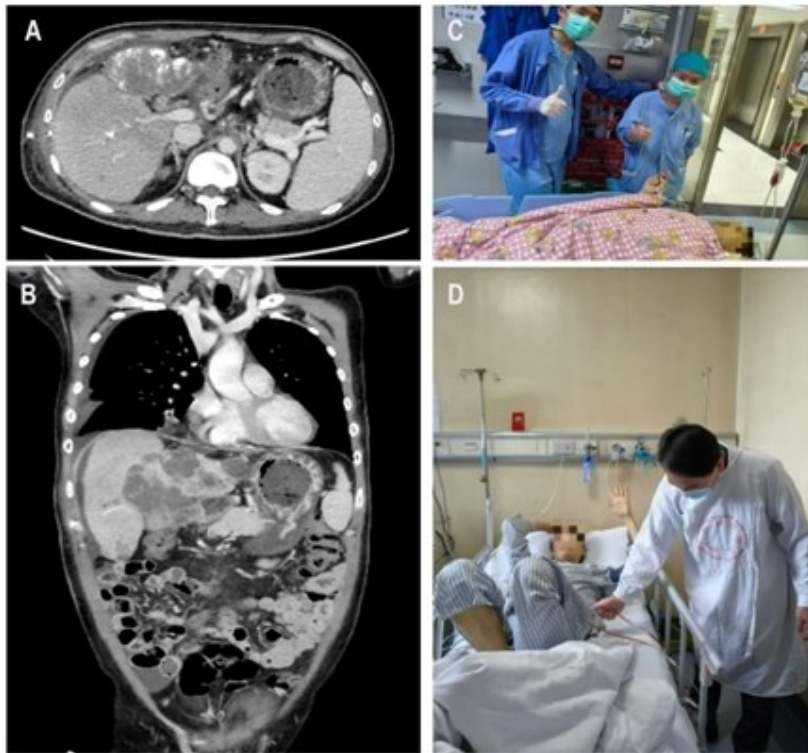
1例肝癌肝移植术后即刻气管拔管后直接转回普通病房. A-B: 术前CT影像学资料; C: 肝移植术后手术间即刻气管拔管后, 麻醉医生护送病人回普通病房; D: 汪国营主任医师在普通病房查看患者情况.
